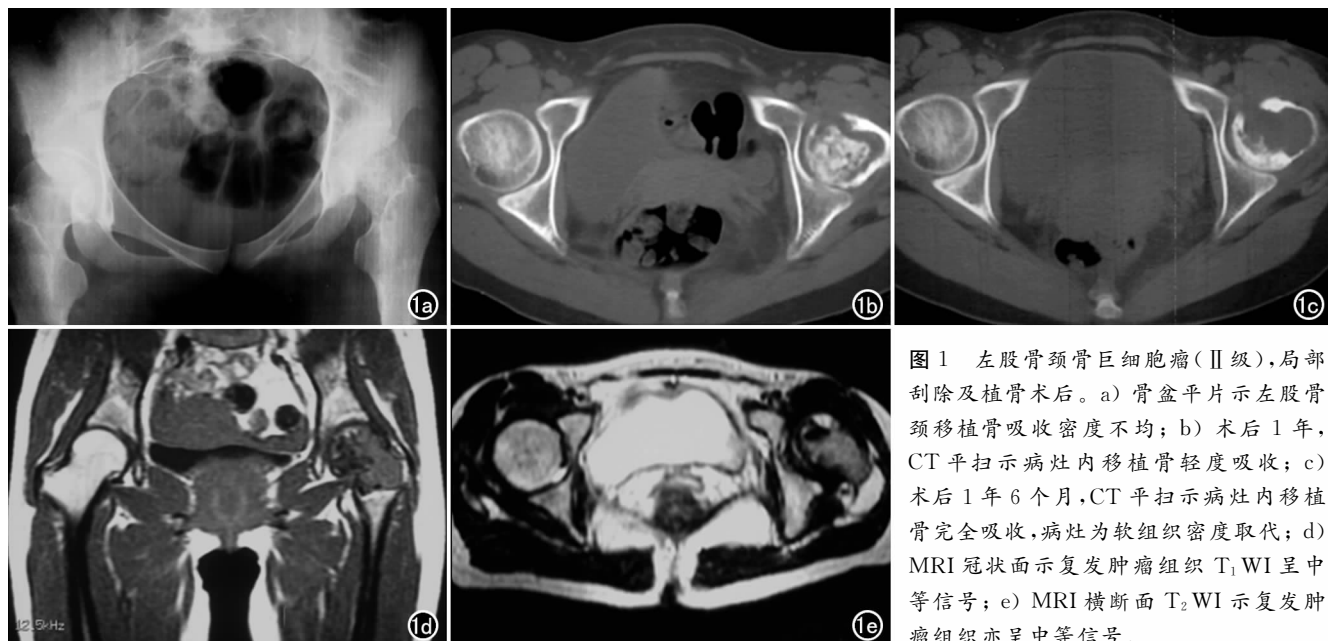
左股骨颈骨巨细胞瘤(Ⅱ级),局部刮除及植骨术后。a) 骨盆平片示左股骨颈移植骨吸收密度不均; b) 术后 1 年,CT 平扫示病灶内移植骨轻度吸收; c) 术后 1 年 6 个月,CT 平扫示病灶内移植骨完全吸收,病灶为软组织密度取代; d) MRI 冠状面示复发肿瘤组织 T₁WI 呈中等信号; e) MRI 横断面 T₂WI 示复发肿瘤组织亦呈中等信号。
